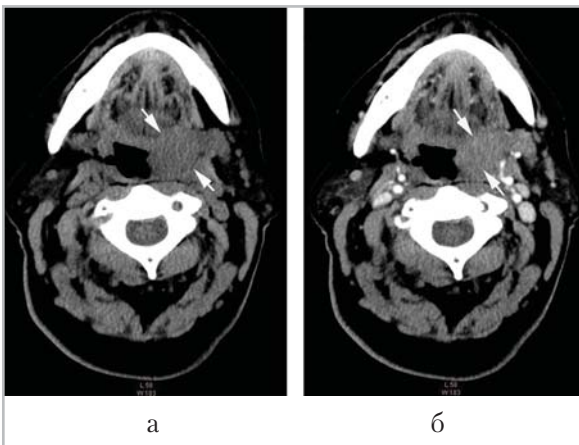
Компьютерные томограммы ротоглотки в аксиальной проекции. Нативное исследование (а) и снимок после болюсного контрастирования (б). Плоскоклеточный рак левой нёбной миндалины, Т3N0M0 (стрелки). Повышение контрастности опухоли после в/в болюсного введения контрастного вещества с четким отграничением от интактной ткани
